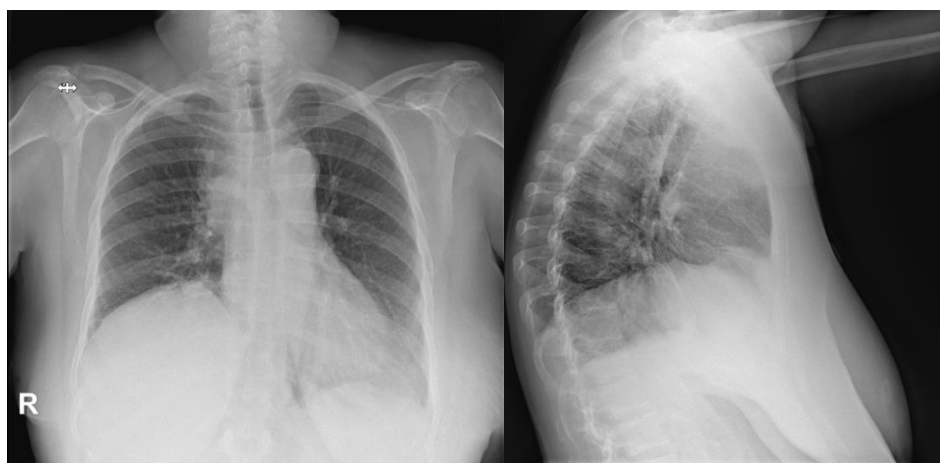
Radiografías de tórax al ingreso.
